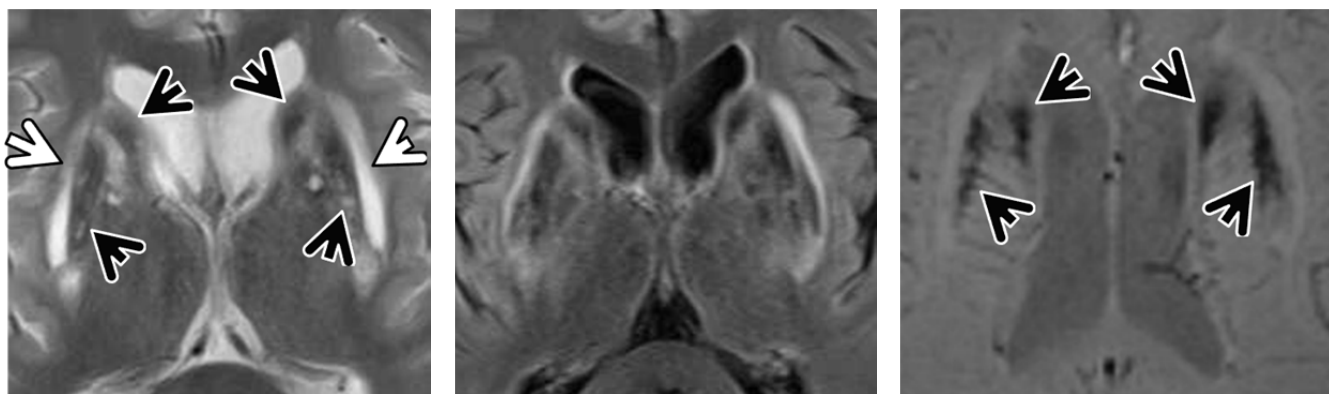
左から、T2 強調像、FLAIR 像、SWI 像
